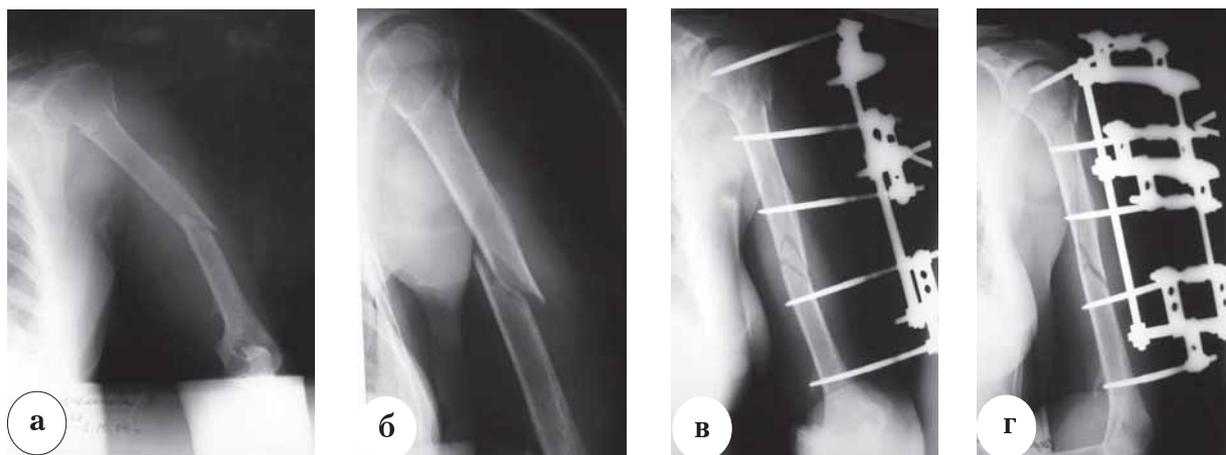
Рентгенограммы левой плечевой кости больной С.: а – до операции; б – после операции
